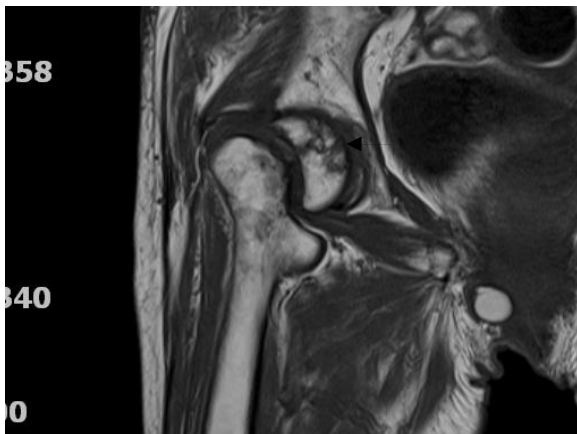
Avascular necrosis of femoral head in MRI
